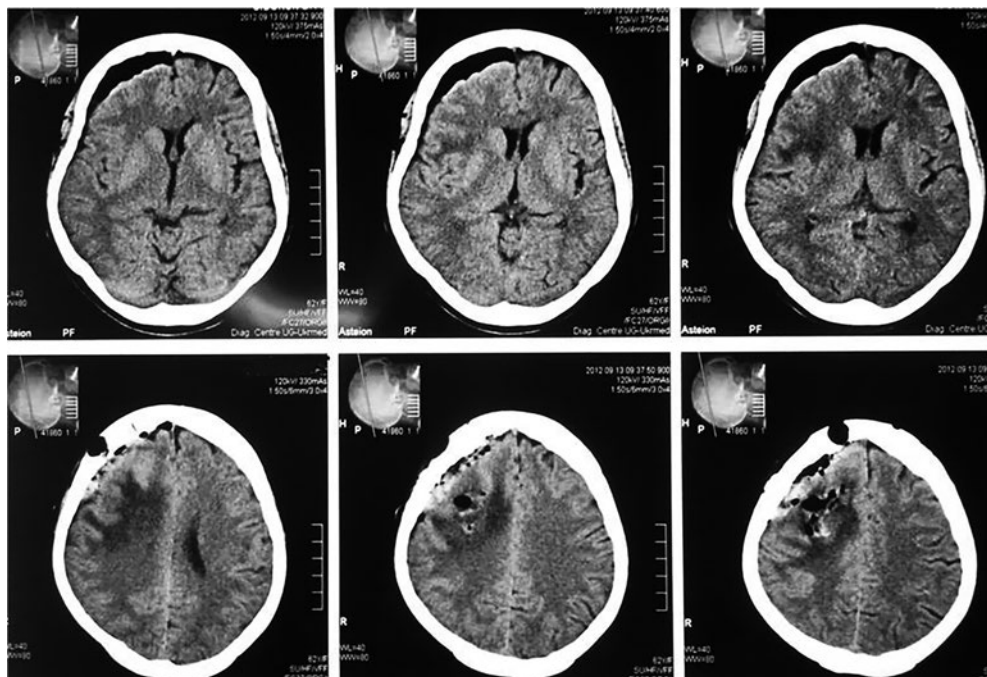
Контрольная послеоперационная КТ
